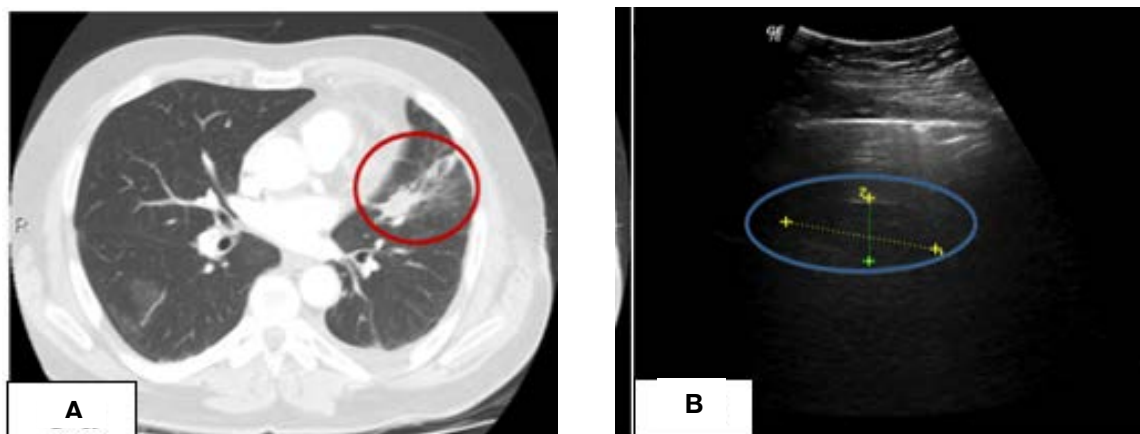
А. КТ груди, аксиальная проекция. Гематома легкого. В. УЗИ легких. Гематома легкого
